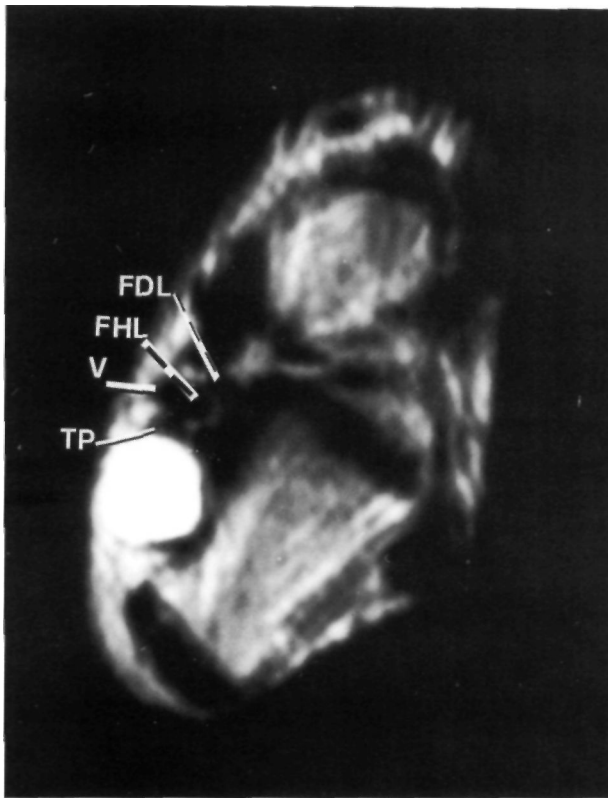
Resonancia Magnética. Imagen en ponderación T2: flexor digitorum longus, FHL: flexor hallucis longus; V: paquete vascular, TP: nervio tibial posterior.
